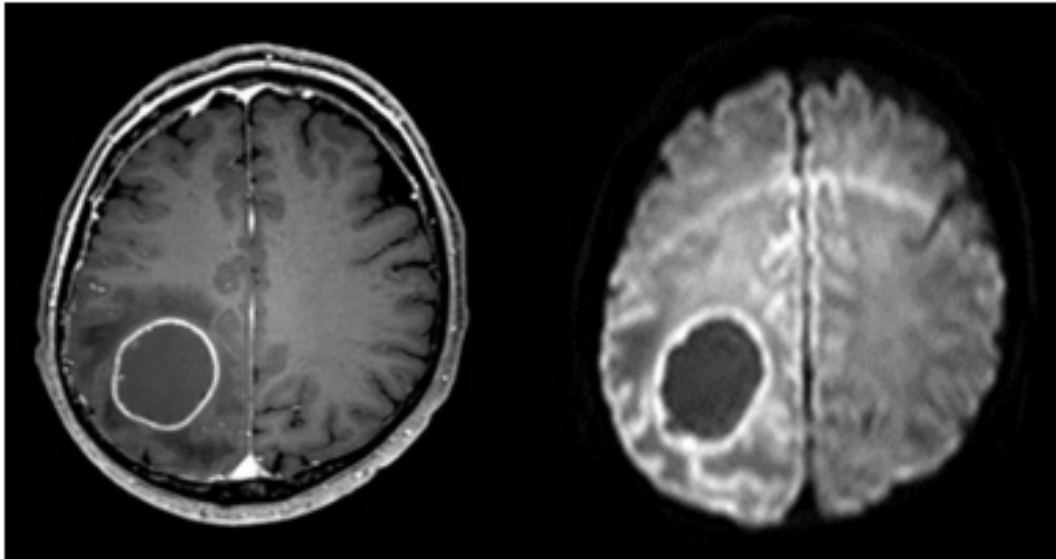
IRM axiale injectée puis en séquence de diffusion.
